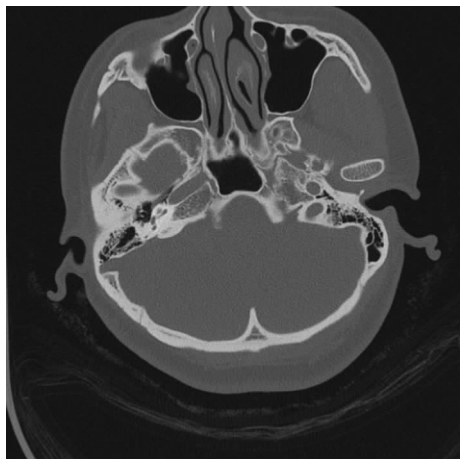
2018年颞骨CT示右耳乳突骨壁部分缺损,左耳未见明显异常
